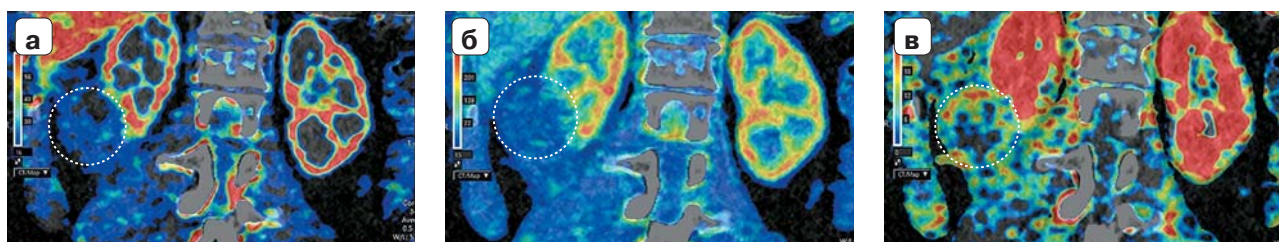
Цветовые перфузионные карты этой же пациентки на 5-й день после проведения трансартериальной эмболизации, опухоль обведена пунктирной линией. а – картирование объема кровотока (BV); б – картирование скорости артериального кровотока (AF); в – картирование проницаемости сосудистой стенки (CL).
